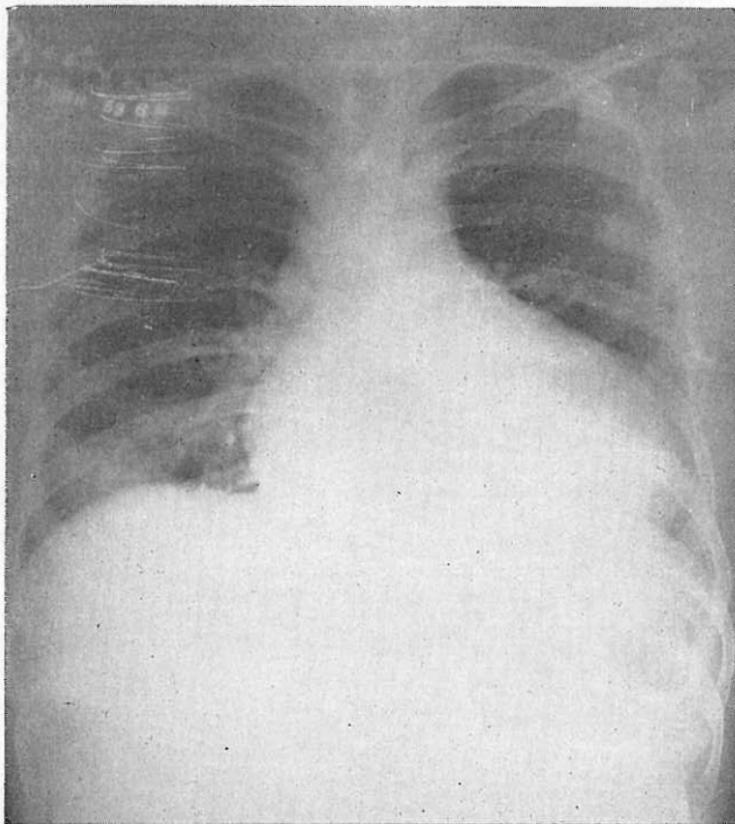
Radiografía del tórax en un caso de derrame pericárdico por contigüidad de absceso hepático amibiano. Se observa el ensanchamiento de la sombra cardiaca y la imagen "en garrafa". (Cortesía del doctor Carlos R. Pacheco).
